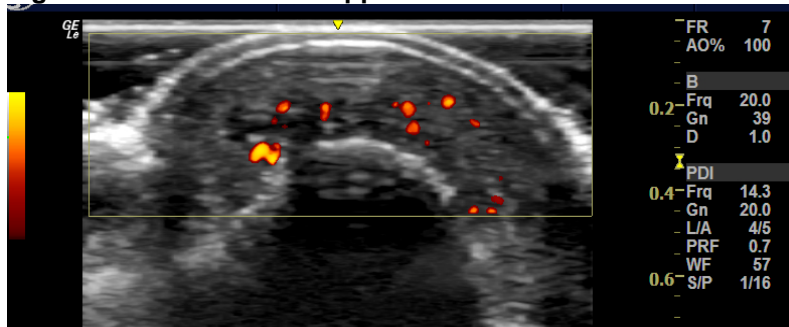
Nível Power Doppler 2 em incidência longitudinal
